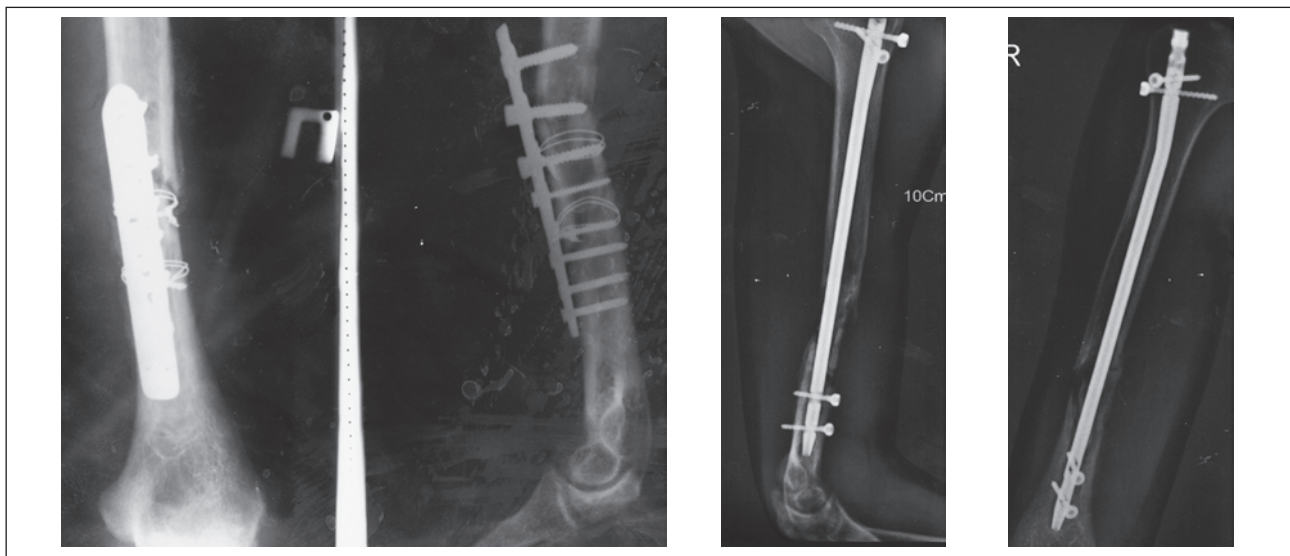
Фотовідбитки рентгенограм хворого Б., карта стаціонарного хворого № 16, 25 років. Закритий повторний осколковий перелом нижньої третини правої плечової кістки зі зсувом з наявністю металоконструкції. 26.09.13 р. Перша операція — накістковий остеосинтез перелому нижньої третини правого плеча. На контрольних рентгенограмах ознаки незрощення. Госпіталізований повторно. 09.01.14 р. проведено видалення накісткової пластини, серкляжів нижньої третини правого плеча. Здійснено блокований антеградний інтрамедулярний МОС незрощеного перелому нижньої третини правої плечової кістки
